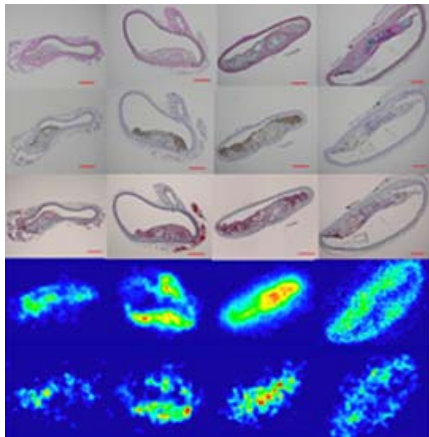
各領域における Movat 染色、Mac-2 染色、脂肪染色、およびほぼ同じ断面での FDG、および 99mTc-annexin A5 のオートラジオグラフィ (左より正常領域、早期動脈硬化期、動脈硬化期、線維化期)、
